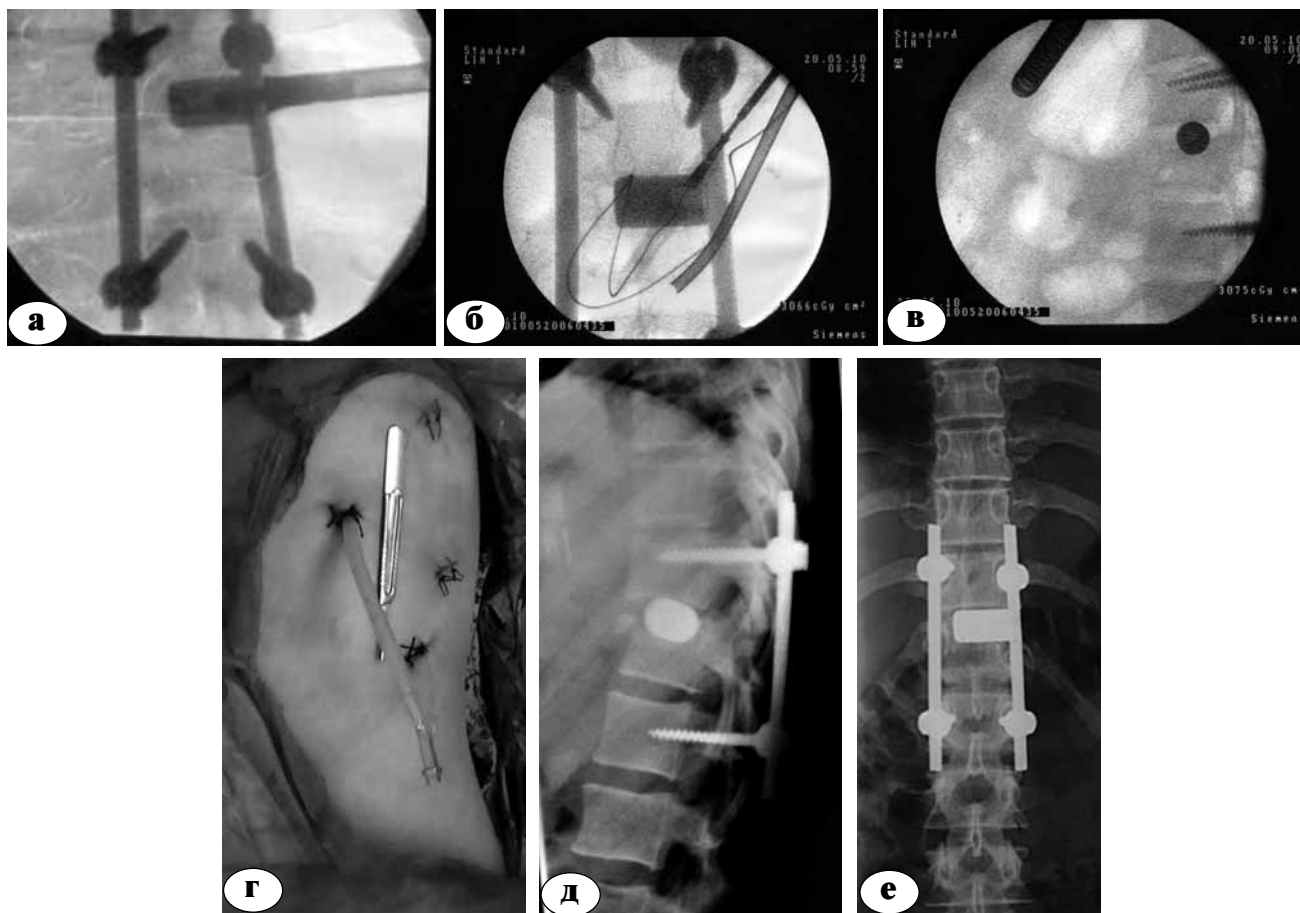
Пациентка С., 1991 года рождения.; а, б, в – интраоперационный ЭОП-контроль установки имплантата; г – послеоперационная фотография (операция ВТСС выполнена через 4 торакопорта); д, е – прямая и боковая рентгенограммы после операции (положение имплантатов адекватное, деформации позвоночного столба устранены)
